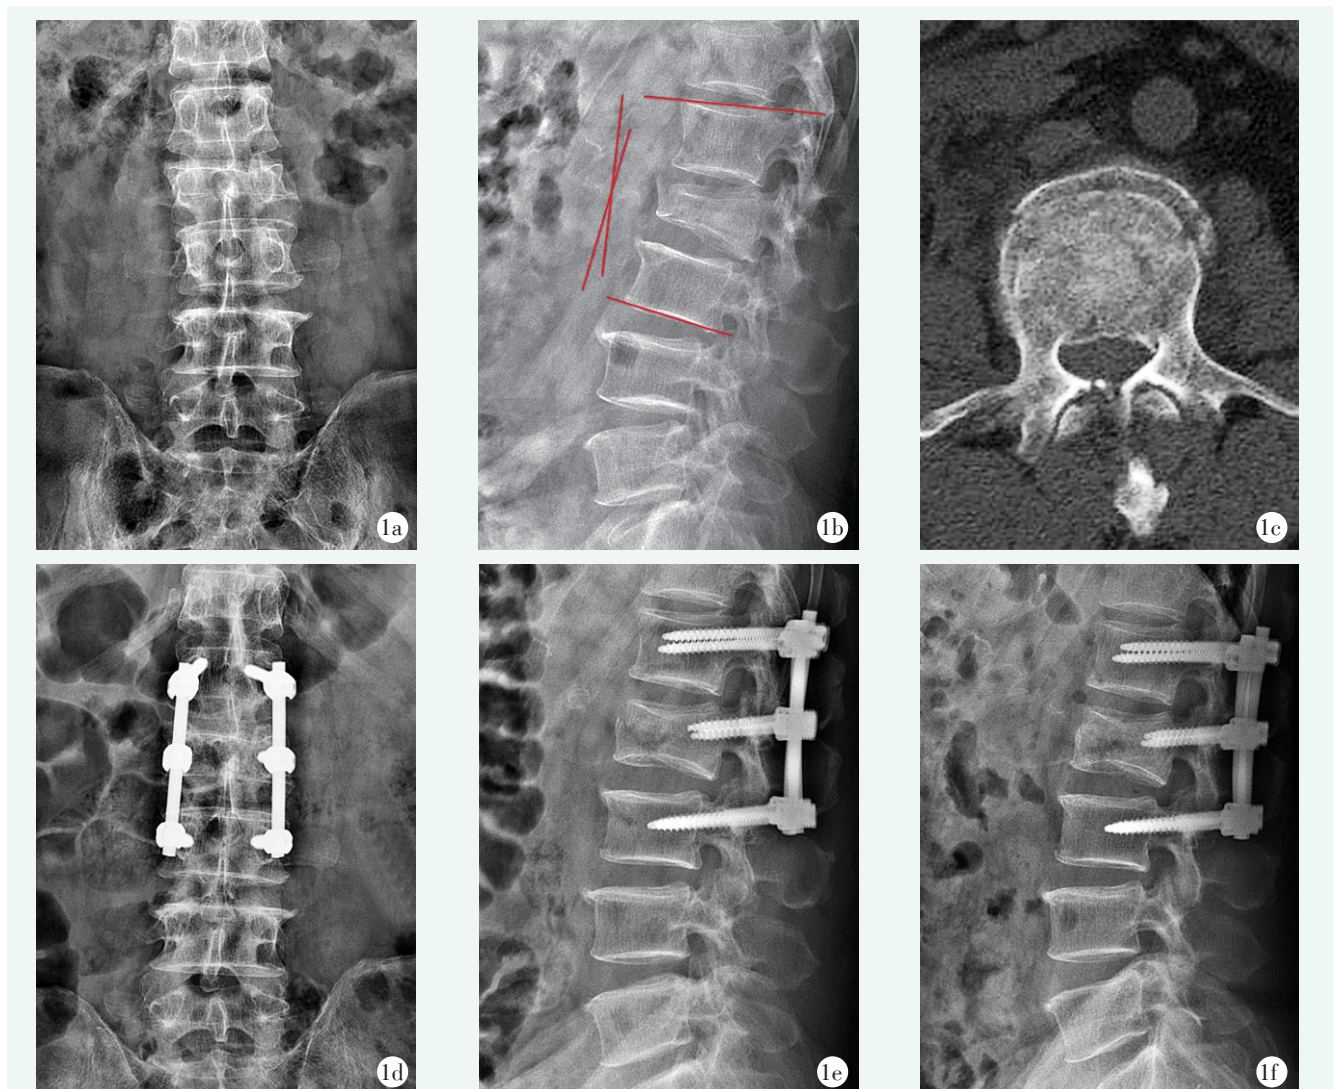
患者，男，42 岁，因交通伤致 L₂爆裂骨折，行经伤椎椎弓根置钉复位内固定术 1a, 1b: 术前正侧位 X 线片示 L₂爆裂骨折，椎体前缘高度比 51%，局部 Cobb 角 14.5° 1c: 术前 CT 显示部分骨折块突入椎管，椎管占位表现 1d, 1e: 术后正侧位 X 线片示伤椎螺钉固定，伤椎前缘高度比恢复至 90%，局部后凸 Cobb 角减少至 8°，内固定位置良好 1f: 术后 3 个月随访，伤椎无明显塌陷
